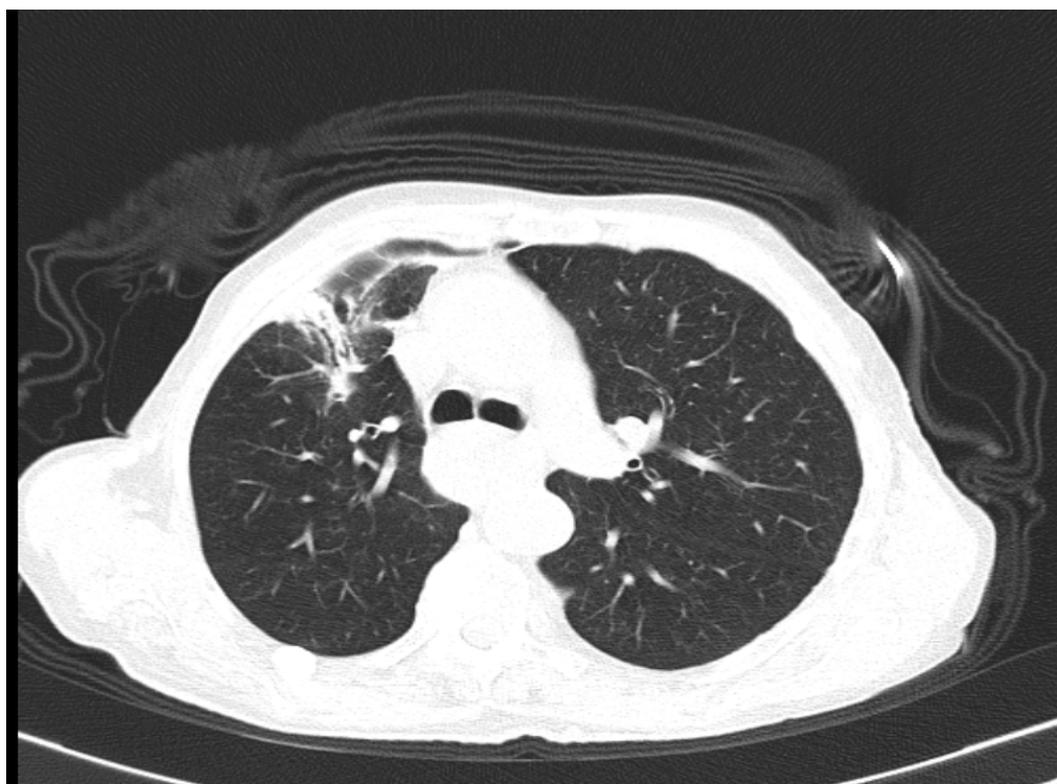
Tomografia computadorizada do tórax mostrando lesão cavitada no lobo superior direito (94 mm x 42 mm) com nível hidroaéreo (55 mm x 27 mm).
